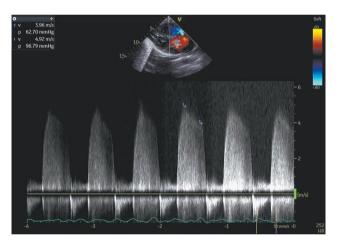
Показатели трансторакальной эхокардиографии пациентки Д., 17 лет.
